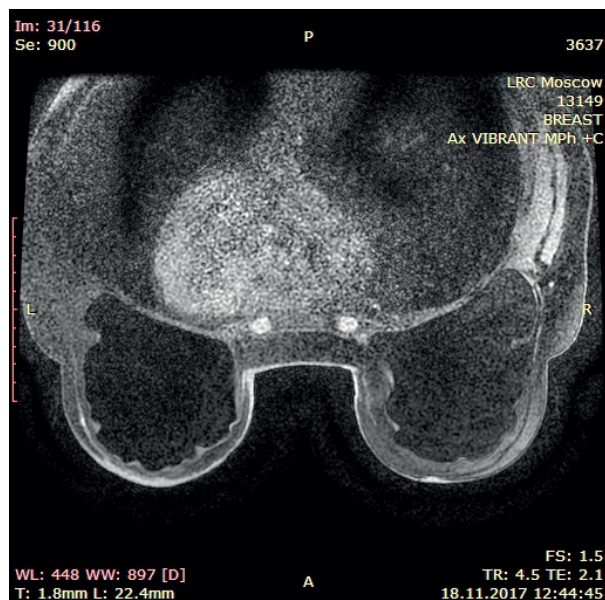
МРТ молочных желез. Рецидив в левой молочной железе.
